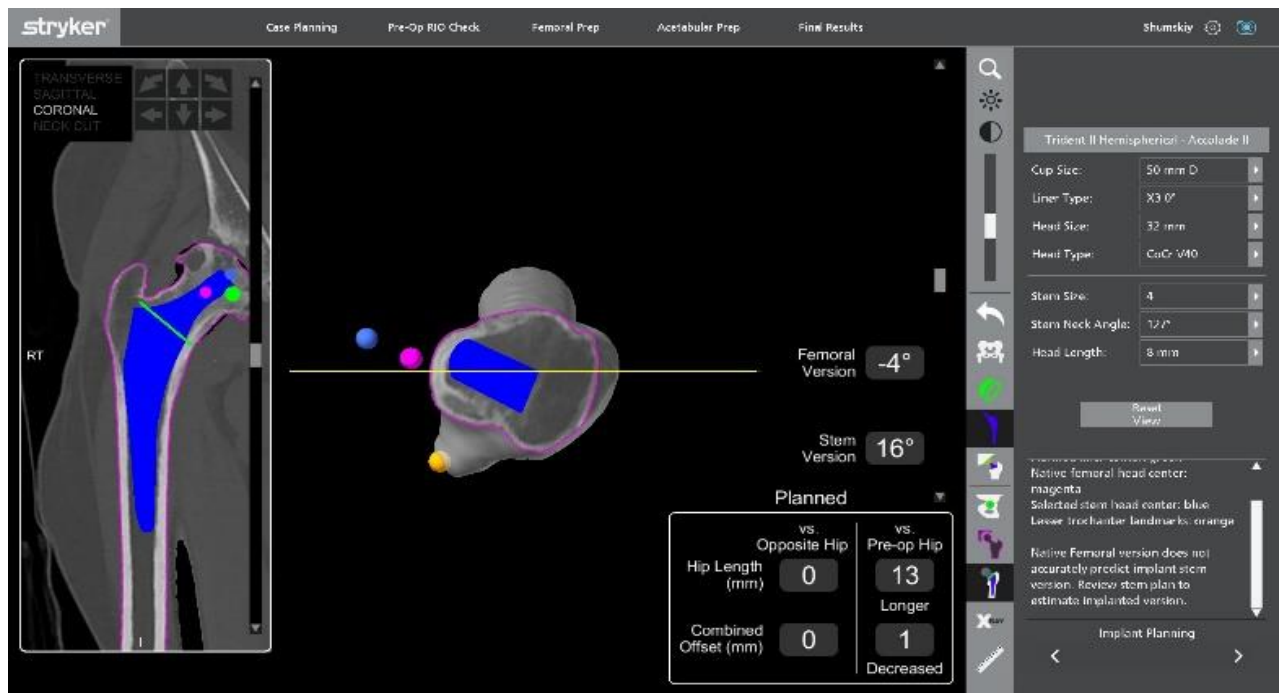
Планирование безцементной ножки (КТ-проекция)
